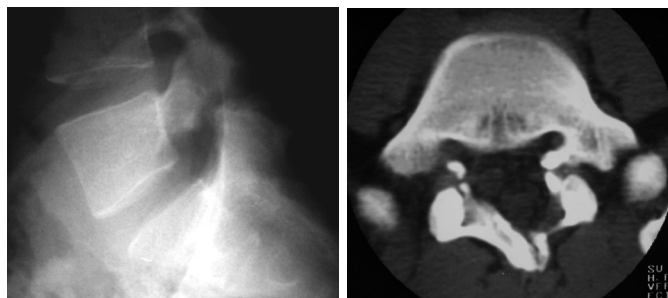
Imagen de la lisis preoperatoria en radiografía (A) y tomografía axial computarizada (B).
